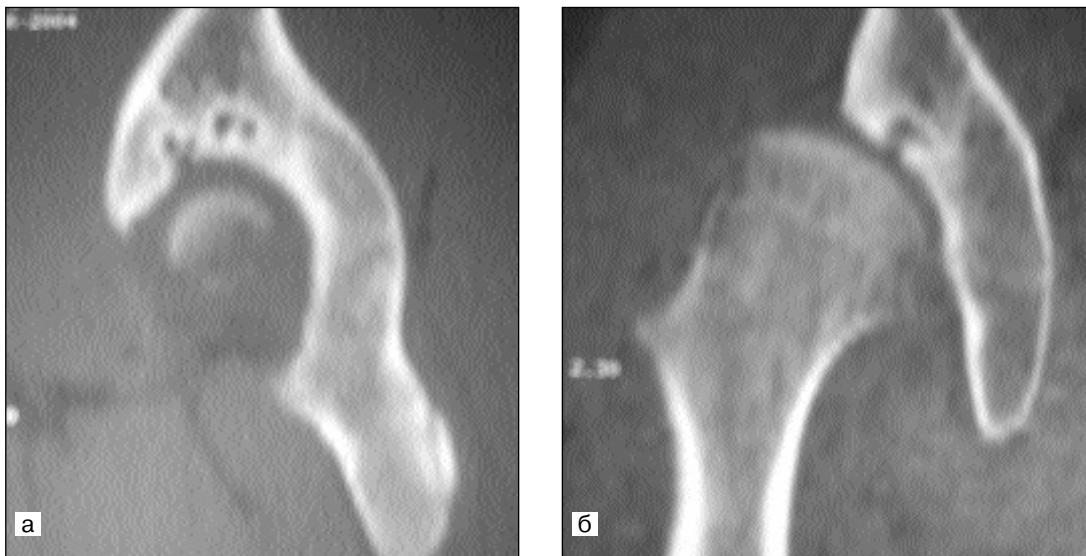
Компьютерные томограммы больной Н., 16 лет, с маргинальным вывихом правого бедра, диспластическим коксартрозом II стадии.
